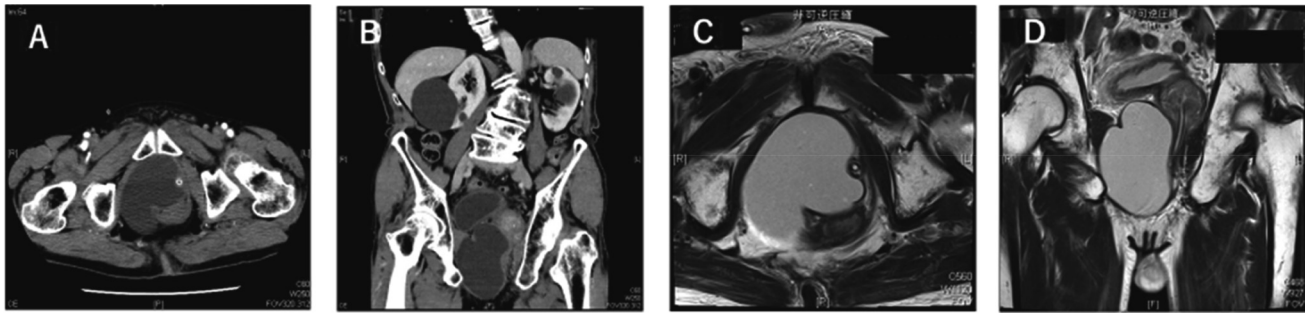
Enhanced CT (A, B) and enhanced MRI (C, D) show a mass which can be observed from the dorsal side of the right kidney to the intestinal psoas muscle. The margin of the tumor is unclear and irregular.
